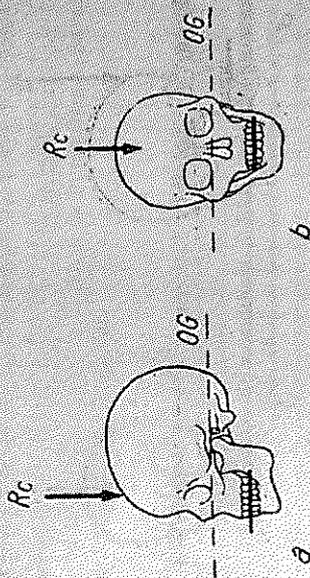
a, b — Poziționarea pentru radiografia axială a oaselor nazale.
